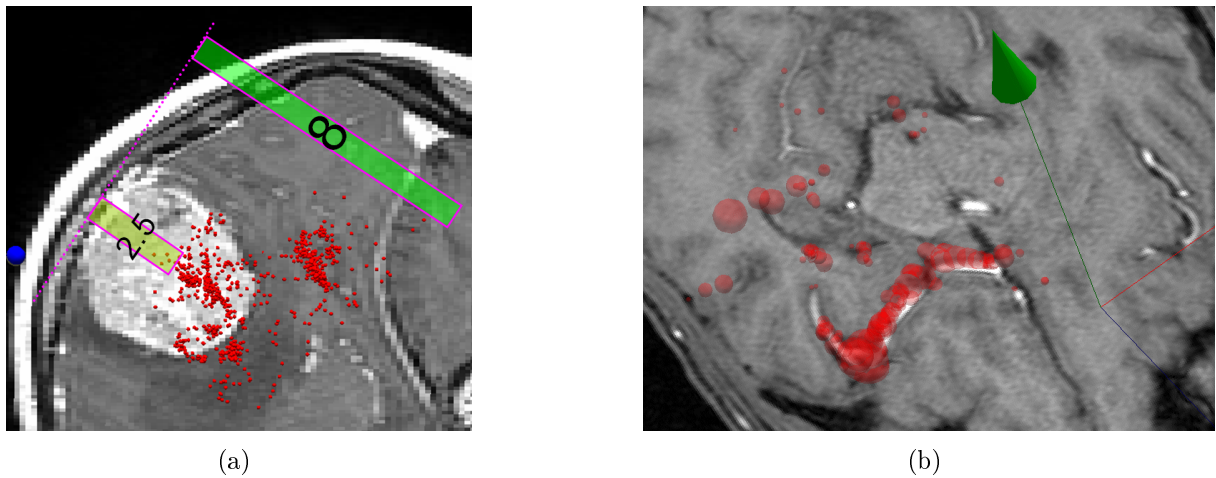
(a) Répartition des signaux Color Doppler entre 2.5 et 8 cm de profondeur sous le cortex. (b) Superposition de signal Color Doppler au niveau des artères profondes.
